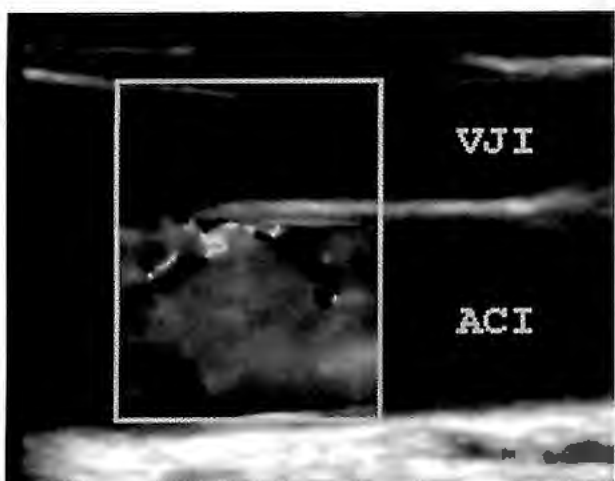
Vasos cervicais em corte longitudinal com Doppler colorido.
